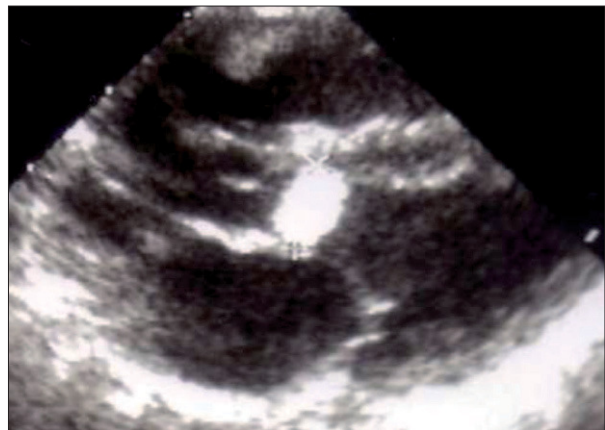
Ecocardiografía de un rabdomioma que produce obstrucción al tracto de salida del ventrículo izquierdo.
